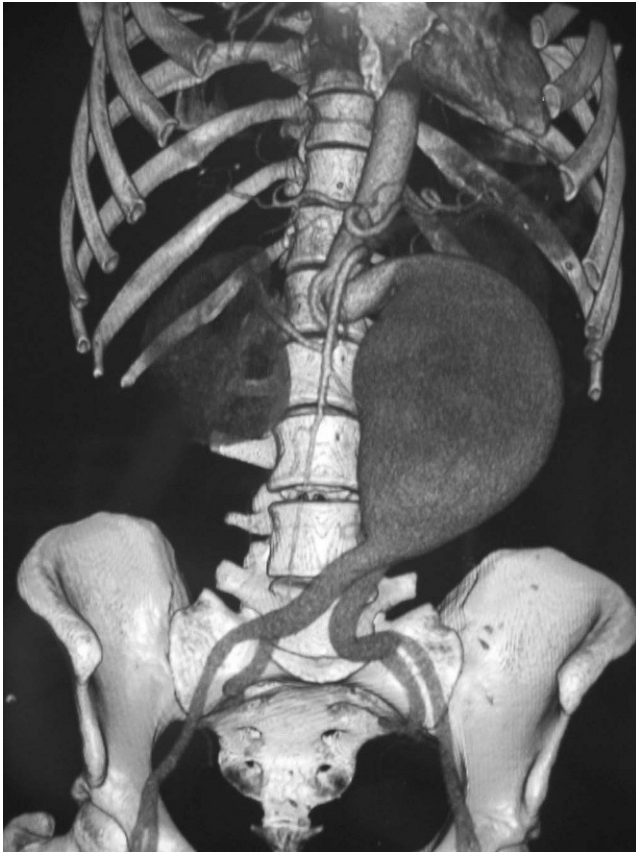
Reconstrucción del aneurisma de aorta abdominal mediante tomografía computarizada, en la que se aprecia la elongación y la excesiva angulación del cuello aneurismático.
